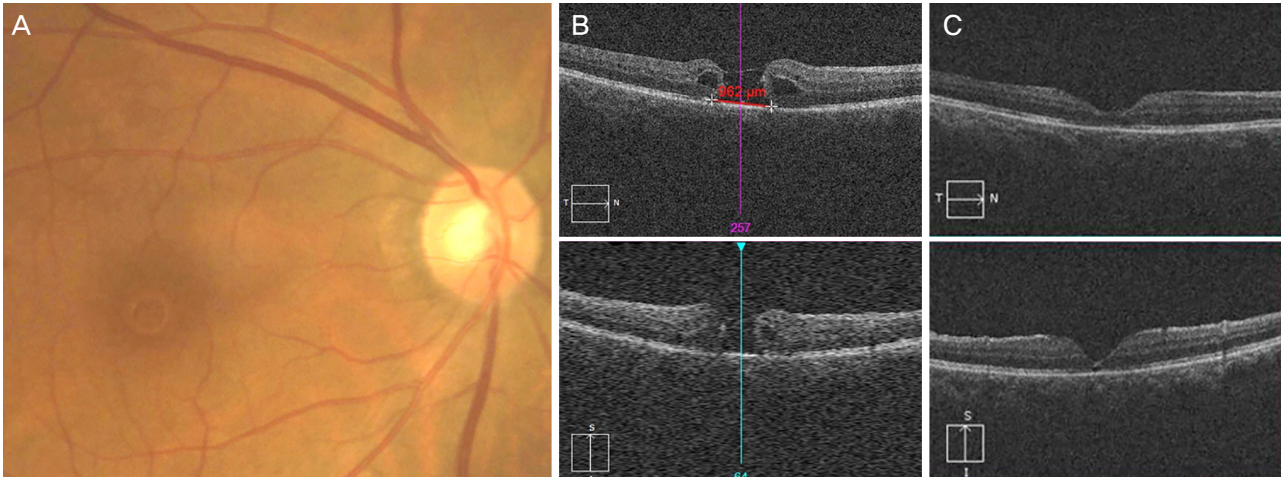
A case of full thickness macular hole in 67-year-old-male. Preoperative color fundus photography (A) and optical coherence tomography (OCT) (B) of the right eye demonstrated large macular hole (hole base: 962 μ m). 2 months after surgery, type 1 closure of hole was detected in OCT scan image (C). logMAR vision improved from 0.80 to 0.70.
